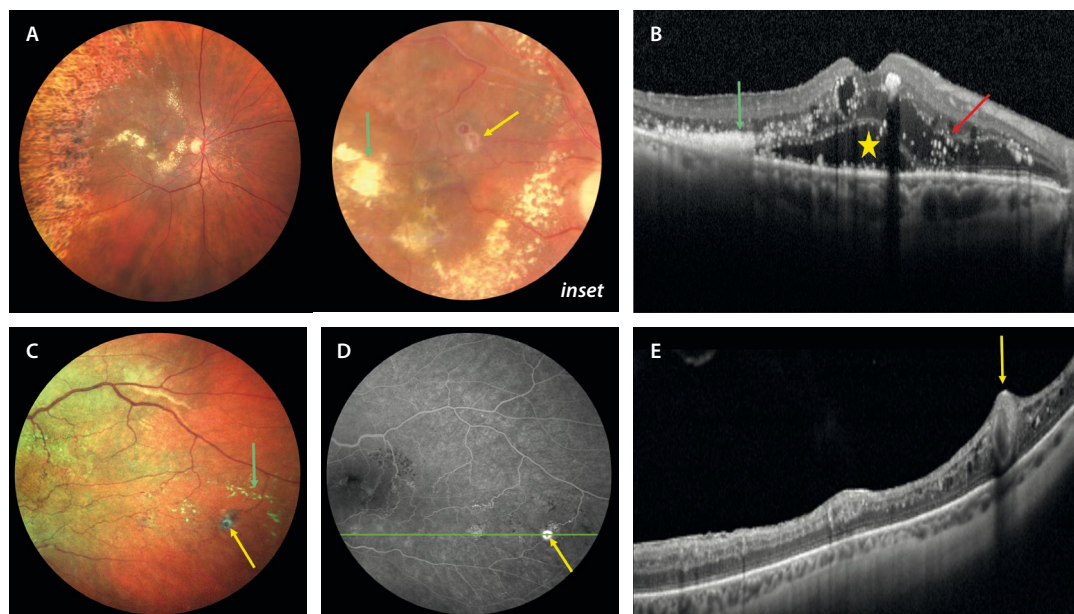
Aneurisma capilar de gran tamaño. A) La retinografía muestra un caso de oclusión de rama venosa retiniana isquémica tratada con láser. Se pueden apreciar dos dilataciones aneurismáticas, una de ellas con una pared fibrosa blanquecina (flecha amarilla, *inset*), que se rodean de exudados duros a modo de circinada (flecha verde, *inset*). B) En la tomografía de coherencia óptica se aprecian signos de un edema crónico-recurrente con quistes en las capas nuclear interna y externa, así como un desprendimiento del neuroepitelio (estrella amarilla), agregados de exudados duros hiperreflectivos subretinianos (flecha verde) y multitud de puntos hiperreflectivos, tanto en capas internas como externas (flecha roja). C) Otro caso de oclusión de rama venosa retiniana donde la retinografía muestra de nuevo una estructura aneurismática con una capa fibrosa blanquecina alrededor (flecha amarilla) y abundante exudación dura en la proximidad (flecha verde). D) En la imagen de la angiografía se comporta como una estructura hiperfluorescente (*hot spot*). E) En la imagen de la tomografía de coherencia óptica se puede apreciar como una estructura hiporreflectiva oval con pared hiperreflectiva (flecha amarilla) que ocupa todo el espesor de la retina.
